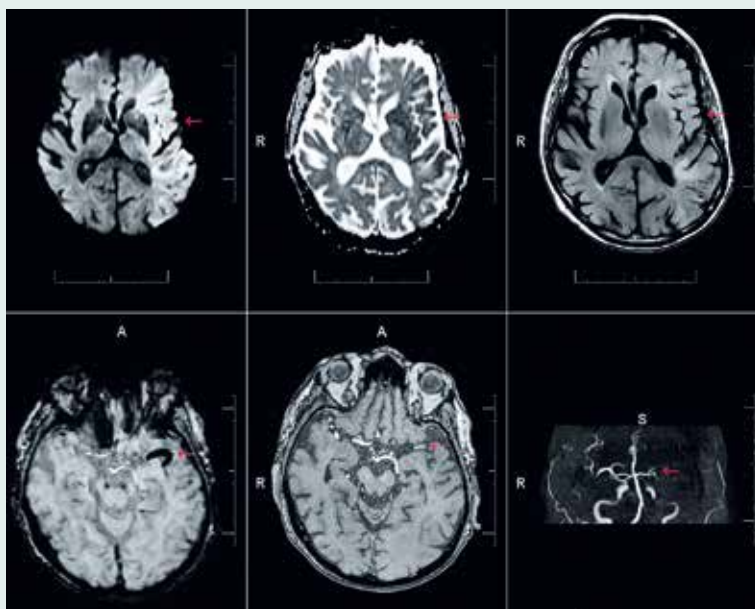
Frische Mediaischämie links mit zytotoxischem Ödem, charakterisiert durch b1000-hyperintense Diffusionseinschränkung (oben links), ADC-Signalabsenkung (oben mittig) und flau hyperintense Demarkierung in FLAIR (oben rechts), SWI-Signalauslöschung durch den Thrombus im distalen Mediahauptstamm und proximalen M2-Segment links (unten links), fehlenden Fluss und gering T1-hyperintensen Thrombus in den transversalen Quellbildern der »time of flight«-MR-Angiographie (TOF-MRA, unten mittig), MRA 3D maximum intensity projection (MIP, unten rechts)
